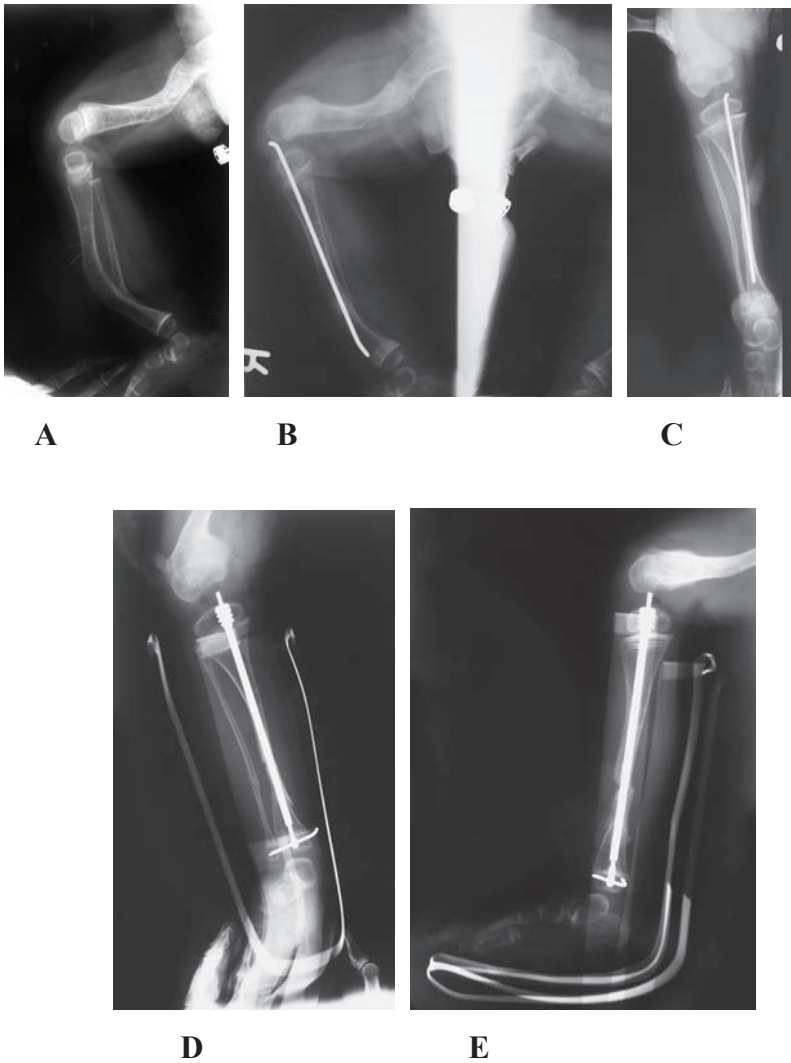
(A) Preoperative radiograph of the patient with OI. (B) Postoperative roentgenogram of the same patient after bilateral tibial corrective osteotomies with K-wires. (C) Reappearance of angular deformation two years after the surgery. (D) AP radiograph of the second corrective osteotomy with Fassier-Duval rod. (E) LL radiograph of the second corrective osteotomy with Fassier-Duval rod.
